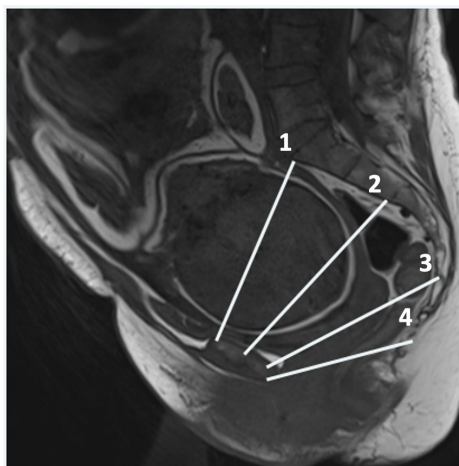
Пациентка П., 32 года (И/б 691/АК2022), срок гестации 39 недель. МР-томограмма малого таза беременной в сагиттальной плоскости, T2-ВИ, TSE. Измерение прямых размеров в основных акушерских плоскостях: 1 – акушерская плоскость входа, прямой размер входа. 2 – акушерская плоскость широкой части полости, прямой размер широкой части полости малого таза, 3 – акушерская плоскость узкой части полости, прямой размер узкой части полости малого таза; 4 – акушерская плоскость выхода, прямой размер выхода
